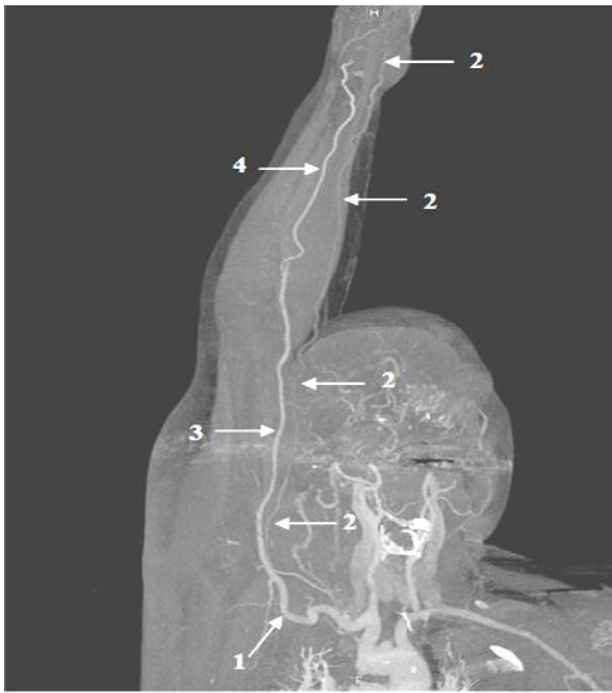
Origine înaltă a arterei ulnare, aspect lateral: 1 – artera axilară; 2 – artera ulnară; 3 – artera brahială; 4 – artera radială; imagine, angio-CT 3D.
